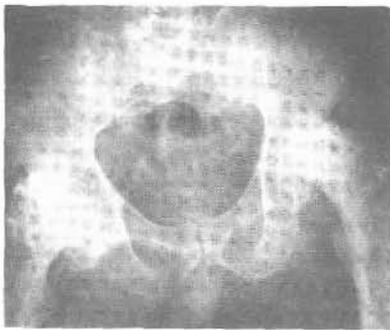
Radiografía de pelvis
